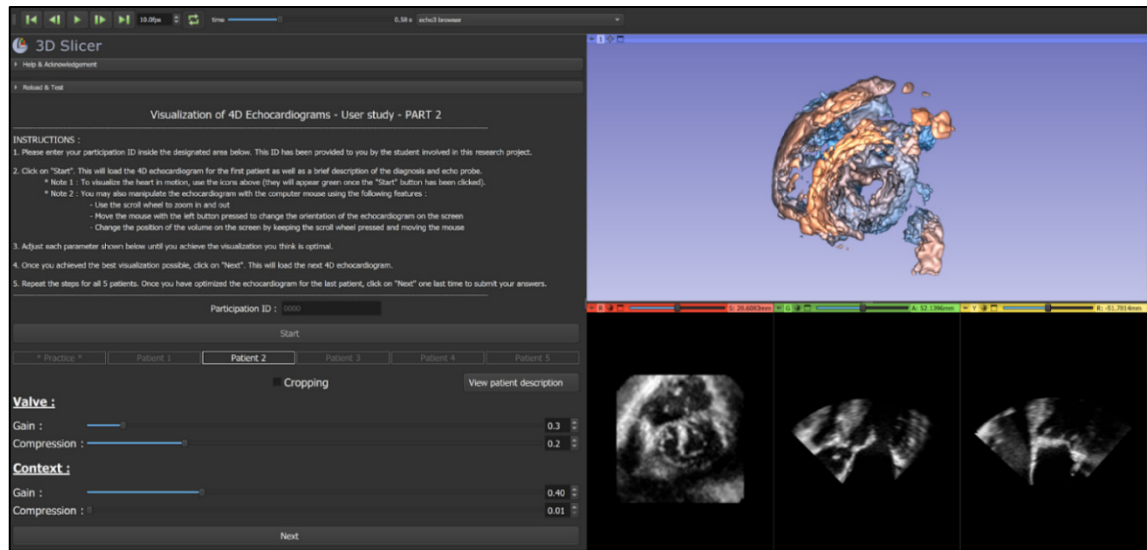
Plateforme pour la partie 2 de l'étude usager (optimisation d'échographies avec la méthode F+C) dans 3D Slicer
